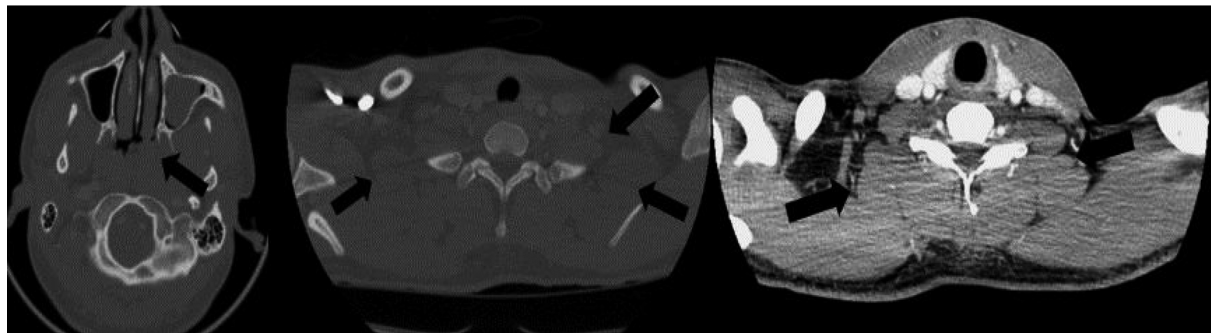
颈部 CT 鼻咽顶后壁软组织增厚,双侧颈部 II-V 间隙多发肿大淋巴结影
